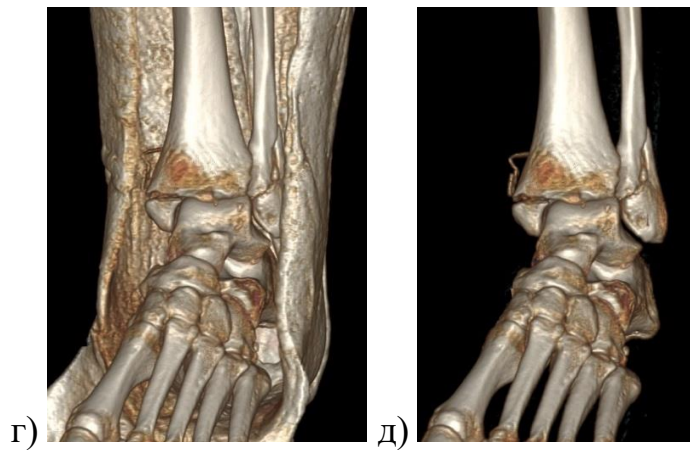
СКТ левого голеностопного сустава. MPR реконструкции до операции: а) аксиальный срез; б) сагиттальный срез; в) фронтальный срез.
